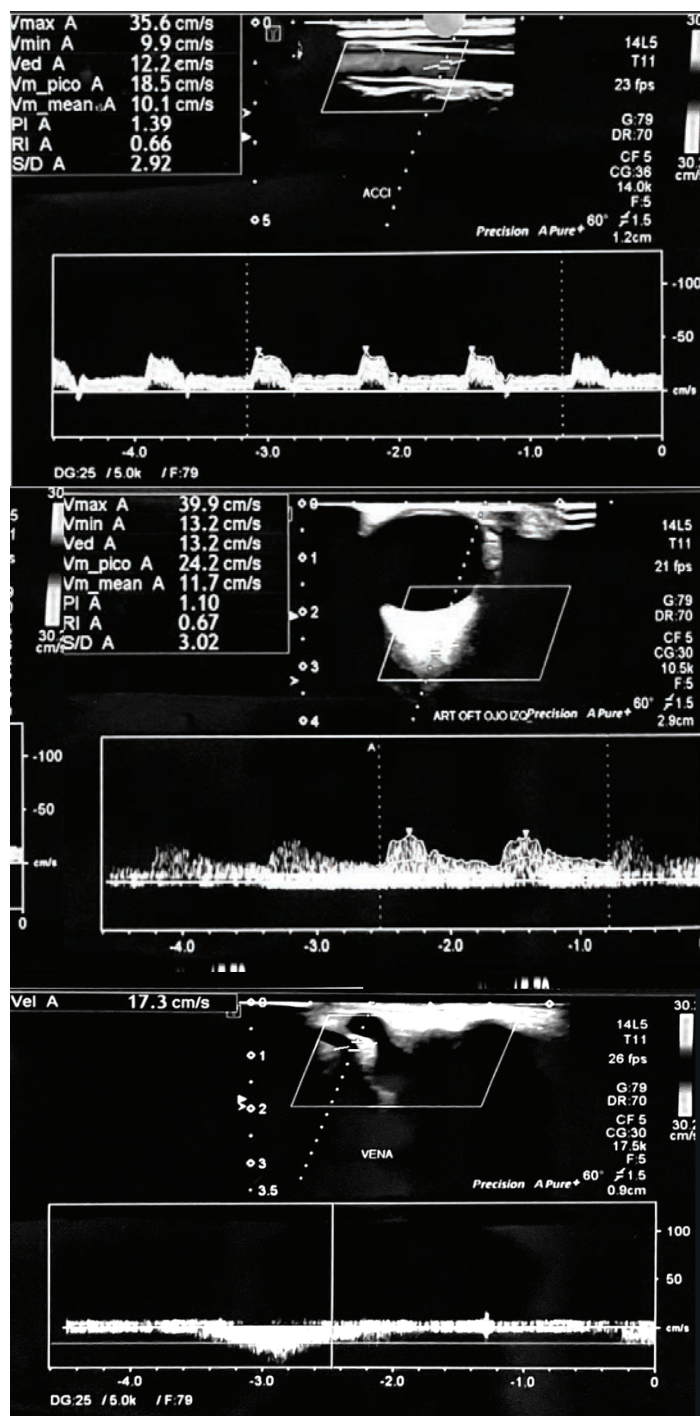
Ultrasonido doppler venoso de párpado superior izquierdo
